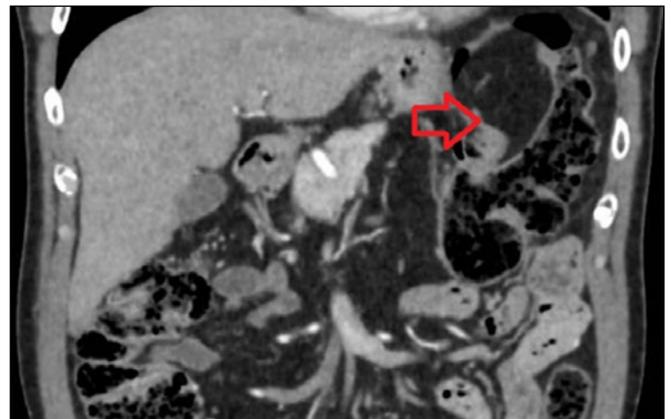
Corte coronal de TC de abdomen donde se muestra lesión compatible con lipoma, que pende de un pedículo desde el colon transverso (Flecha roja).
